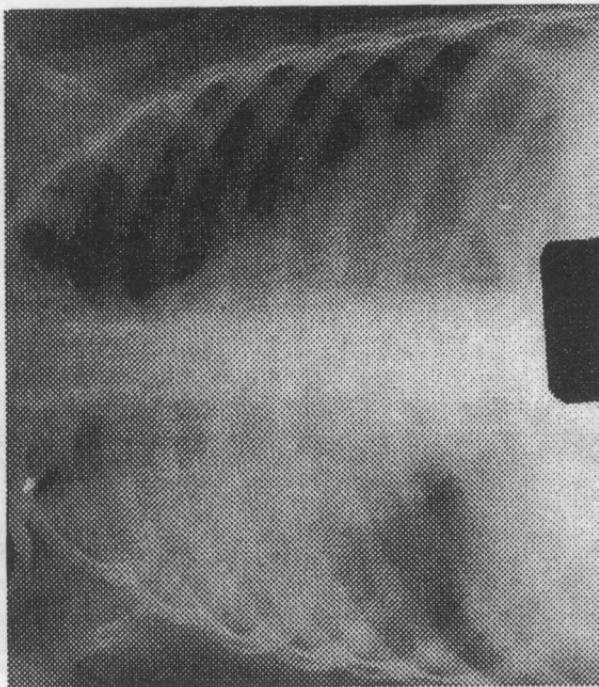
Radiografie. Bolnav în vîrstă de 11 ani. Pleurită fibrinoasă pe dreapta.
